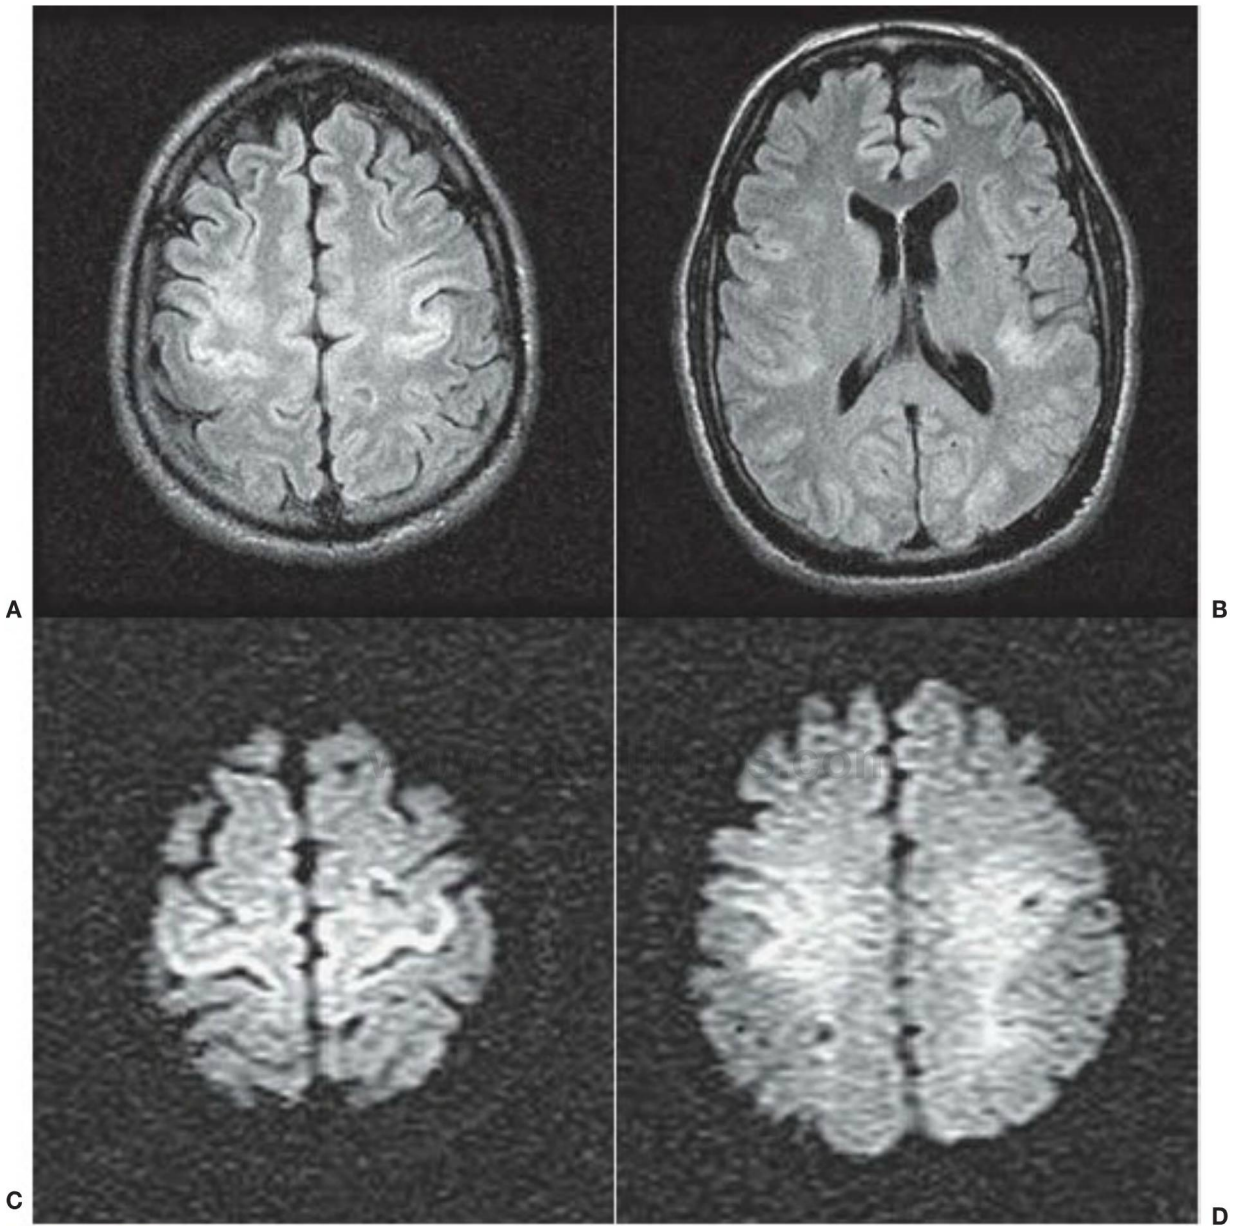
Imagen de resonancia magnética por recuperación de inversión con atenuación del líquido en una lesión anóxica-isquémica. Se ven hiperintensidades en la corteza por la necrosis laminar.
